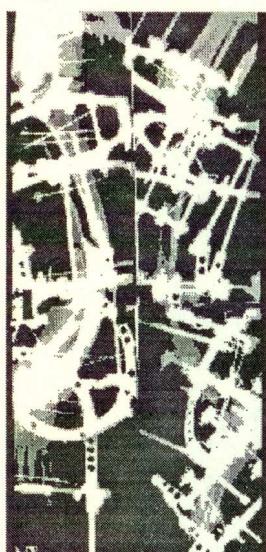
Рентгенограммы правой голени больного 3. в начале периода коррекции.
